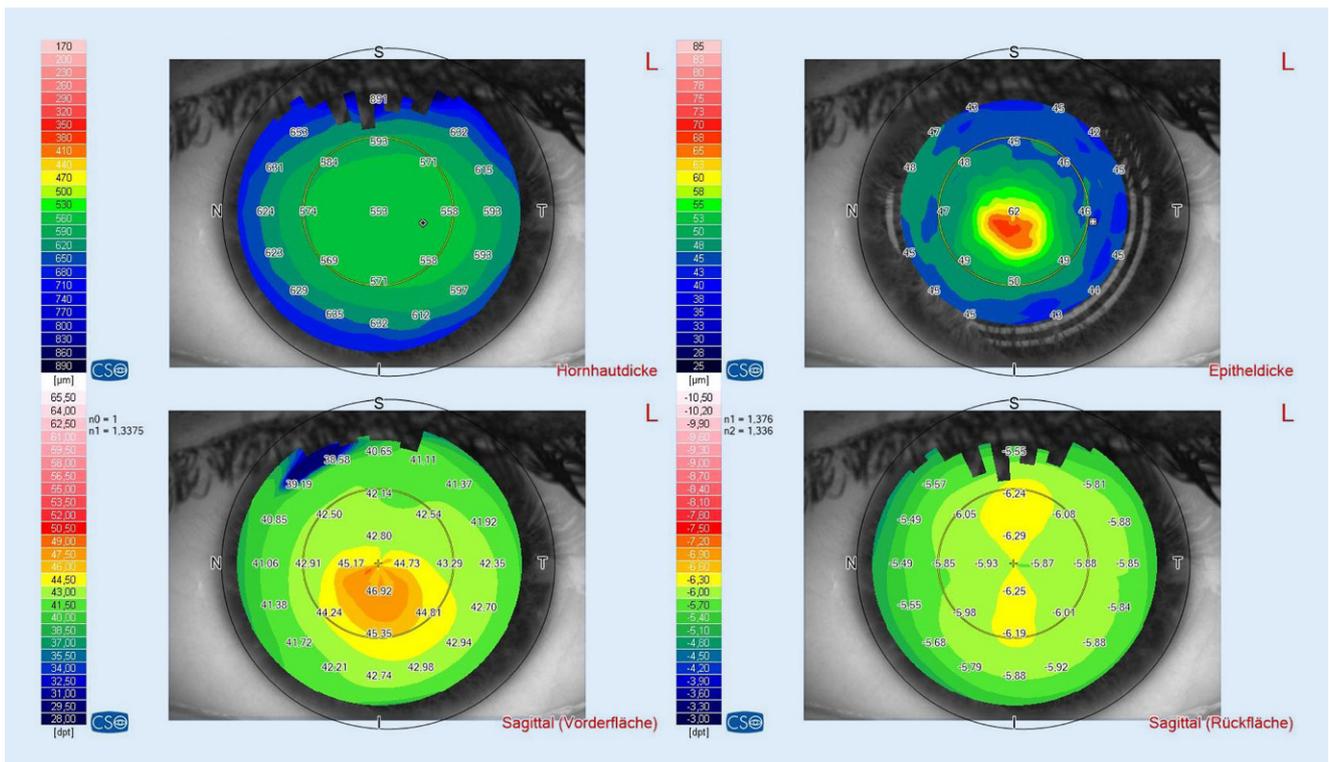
▲ Präoperative Vermessung des vorderen Augenabschnitts des linken Auges mittels optischer Kohärenztomographie
